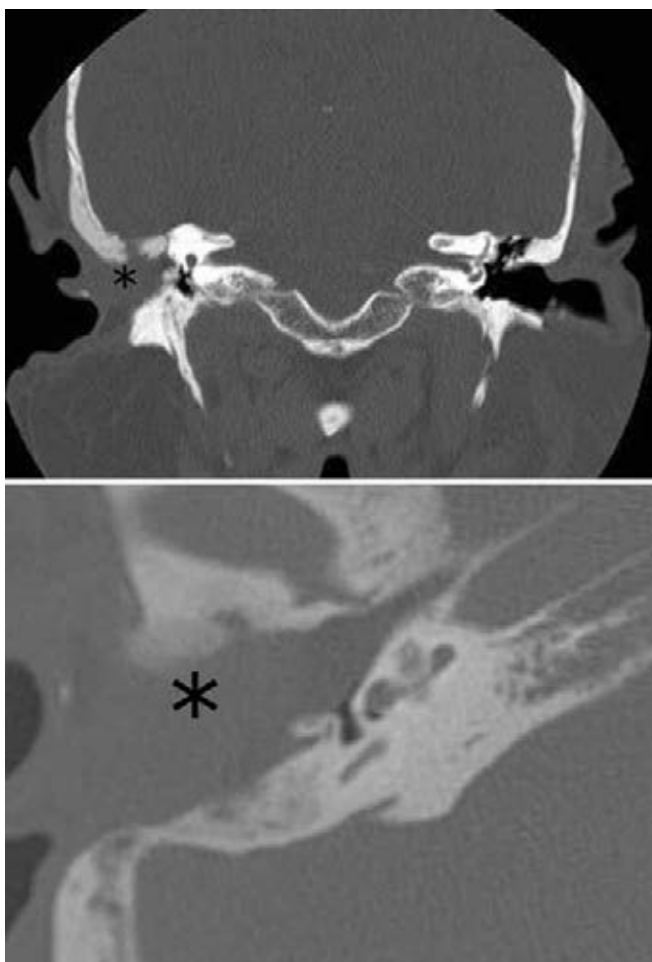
TC simple de oídos en cortes axiales y coronales; se observa cavidad de mastoidectomía sellada por grasa y conducto auditivo externo cerrado en forma de “saco ciego”.
